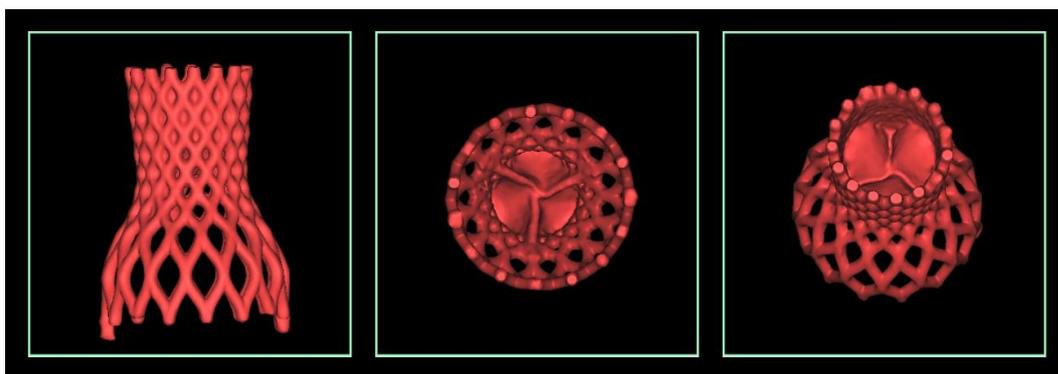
Modelo tridimensional da válvula cardíaca *CoreValve*, construído a partir de imagens de TC, após edição por segmentação.
